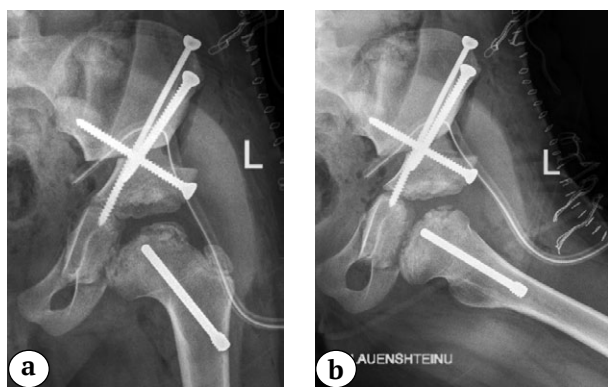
Послеоперационные рентгенограммы пациентки 2015 г.р.:
